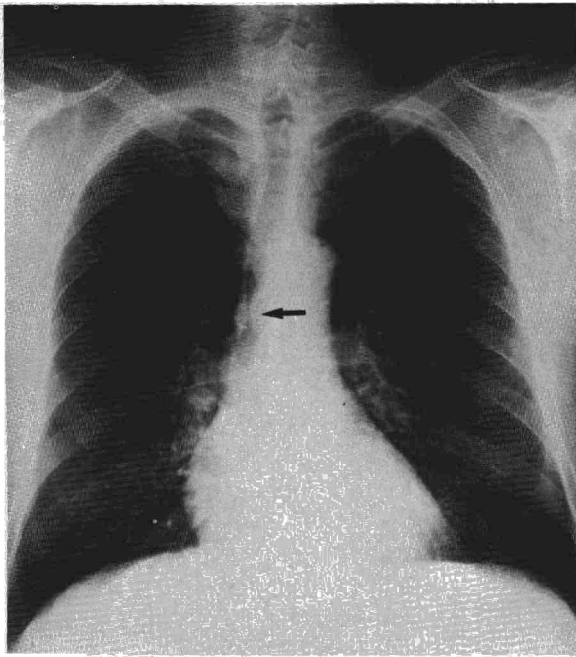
Radiografía postero-anterior de tórax, donde se aprecia la obstrucción de la luz bronquial (flecha).
